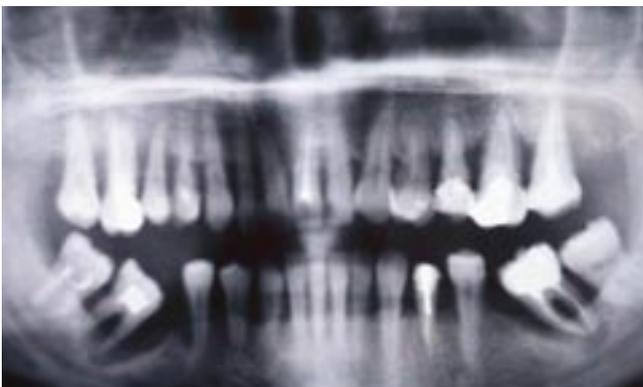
Ортопантомограмма до лечения
